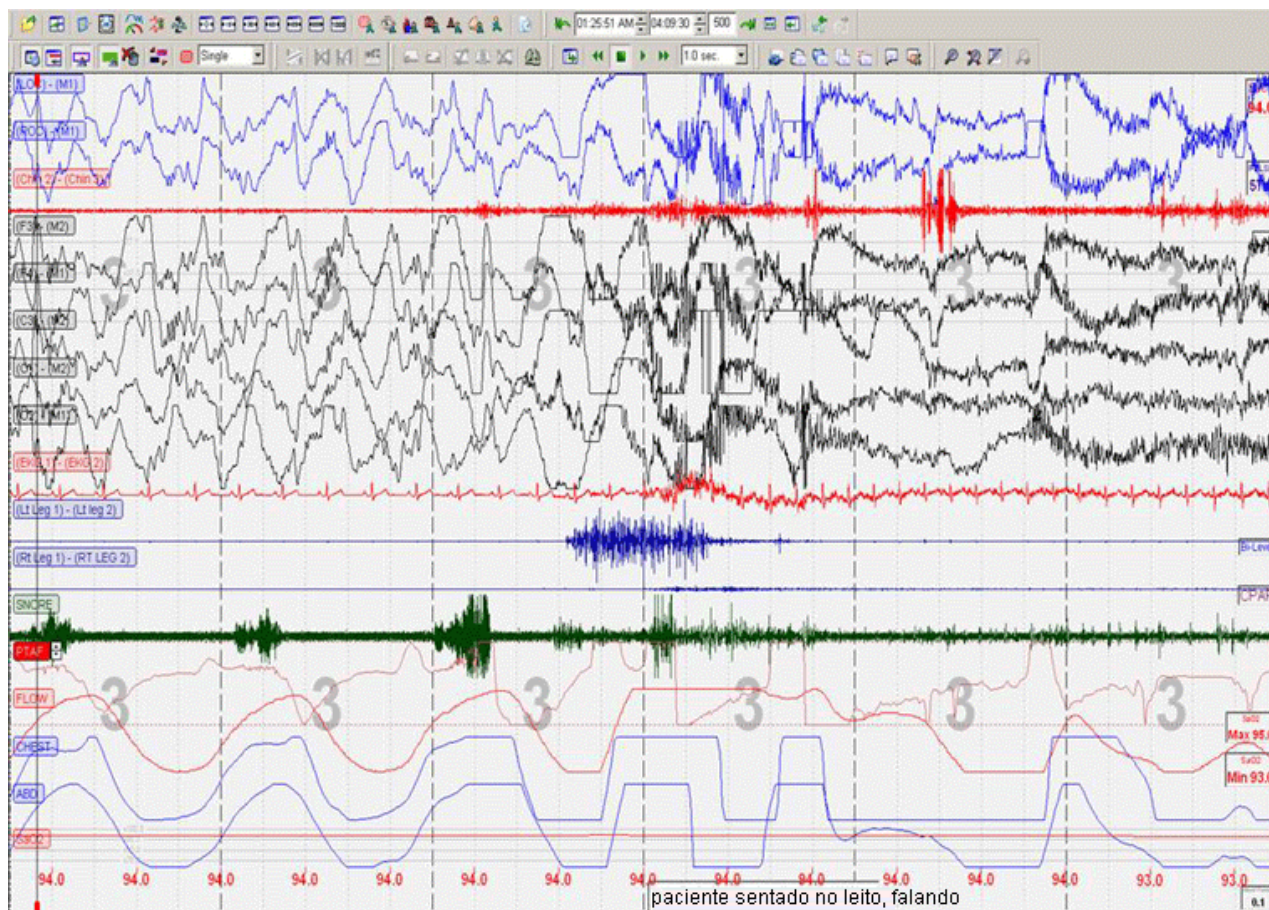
Polissonografia de despertar confusional
